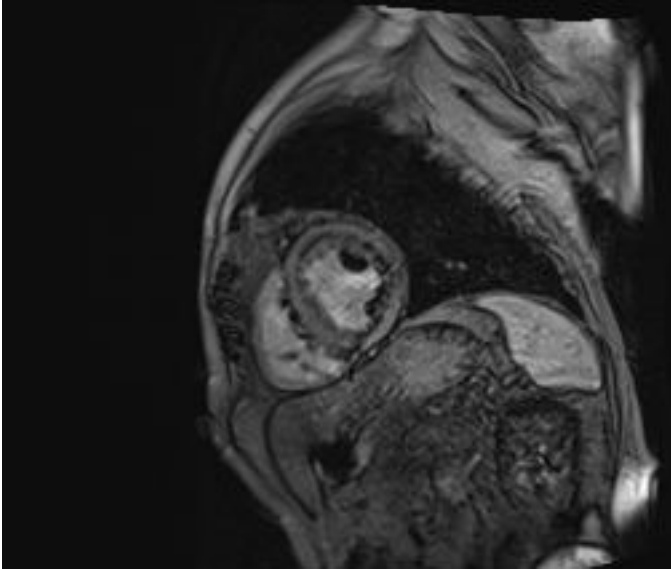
Cardiorresonancia: patrón de realce subendocárdico en eje corto prácticamente patognomónico de amiloidosis.
